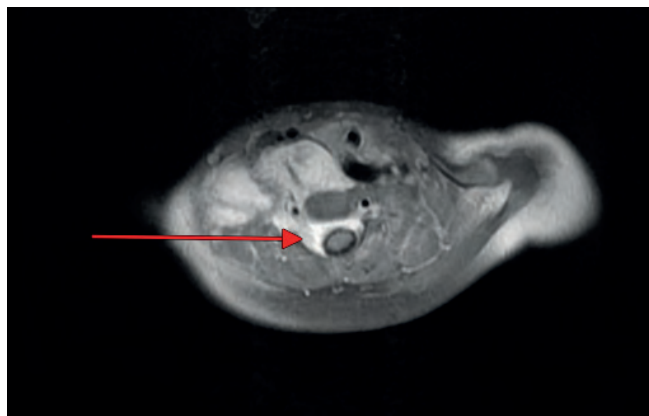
Эпидуральная компрессия на уровне C3-Th3 (МРТ с контрастом), аксиальные срезы
